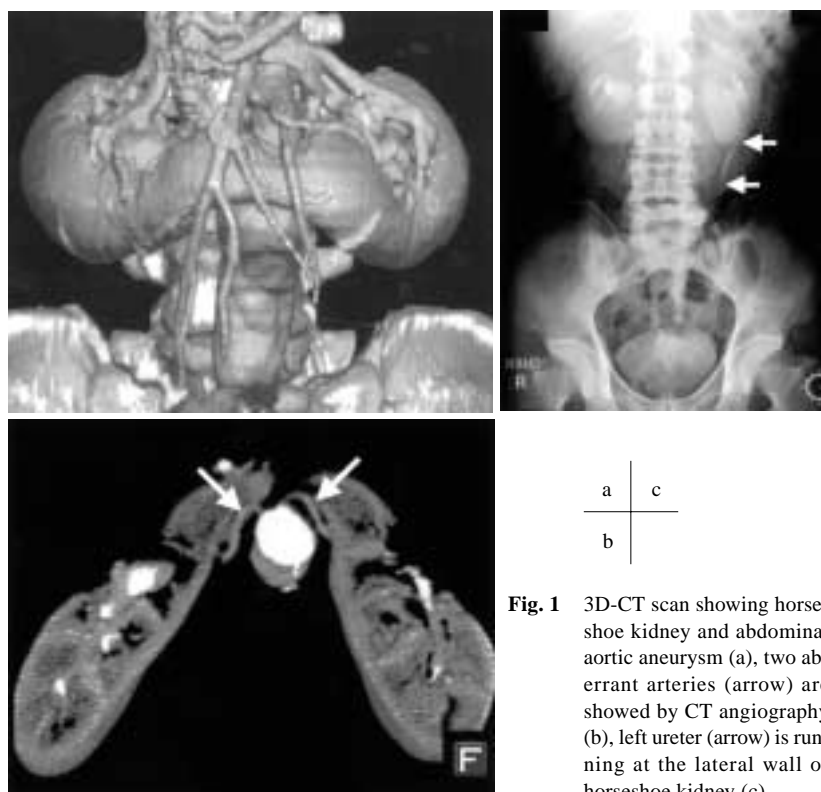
3D-CT scan showing horseshoe kidney and abdominal aortic aneurysm (a), two aberrant arteries (arrow) are shown by CT angiography (b), left ureter (arrow) is running at the lateral wall of horseshoe kidney (c).
